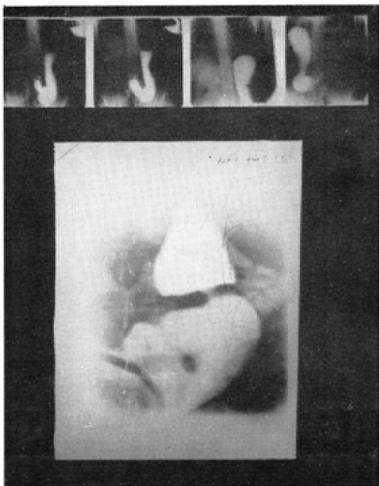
Case 16. defect of antrum (over. miniature, under. routine X-ray)
